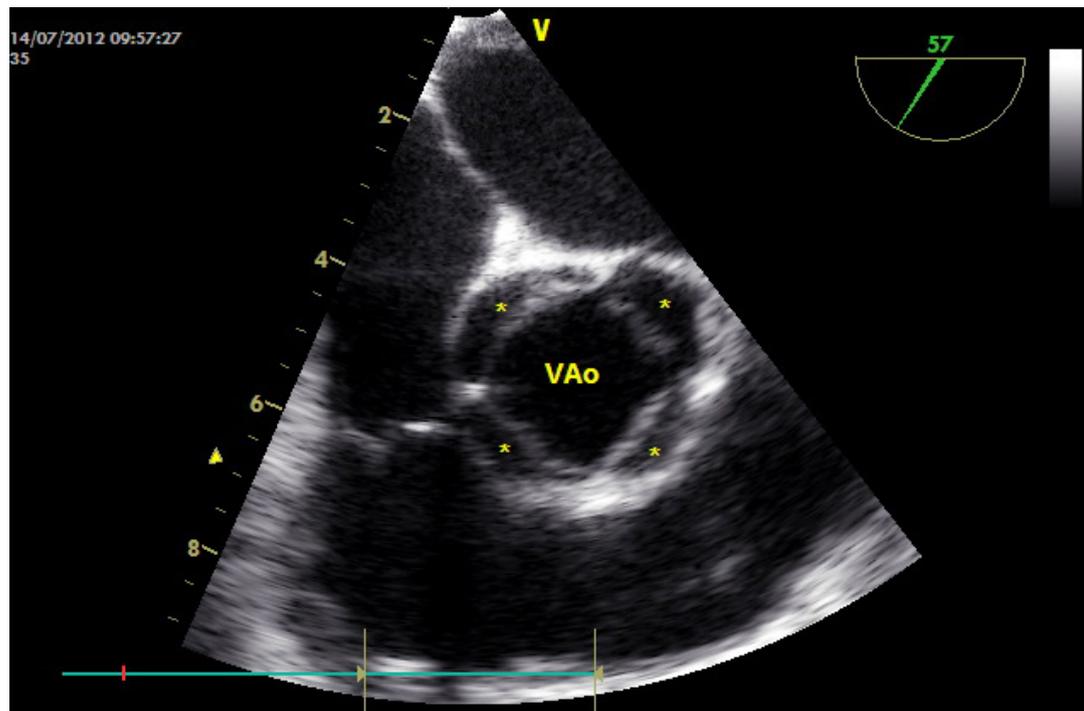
En sístole, la abertura rectangular de válvula aórtica cuadricúspide tipo A de Hurwitz e Roberts, vista con ecocardiograma transesofágico.
